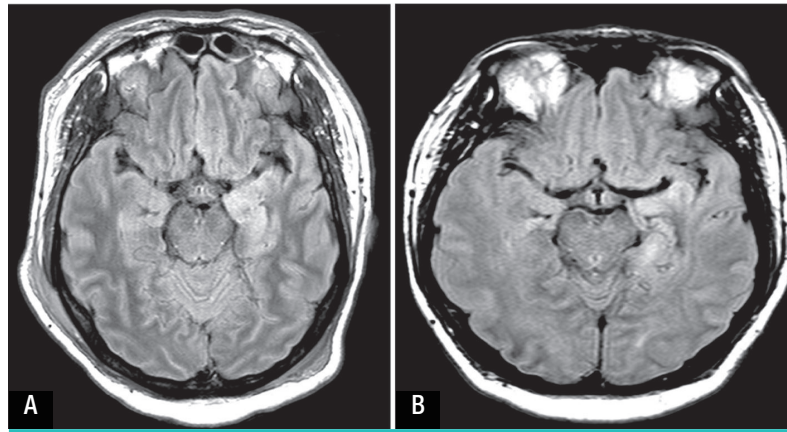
Brain magnetic resonance imaging (MRI) shows increased T2 signal intensity involving bilateral hippocampi on hospital day 1 (A) and marked improvement on hospital day 15 (B).
